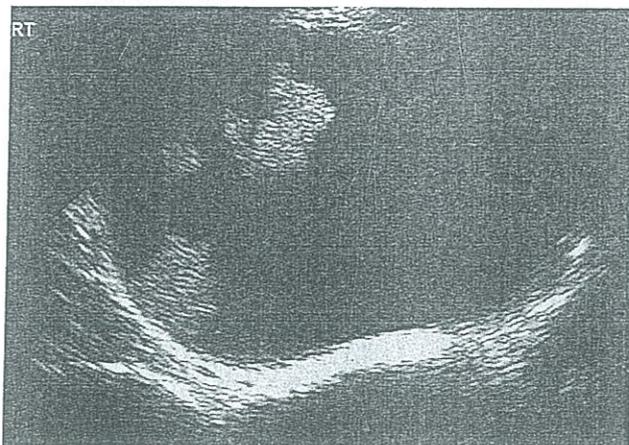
Cistadenocarcinoma Ecografía del anexo derecho revela tumor quístico con vegetaciones en la pared. Al Doppler color la evaluación mostró flujo sanguíneo dentro de los nódulos.³⁰
